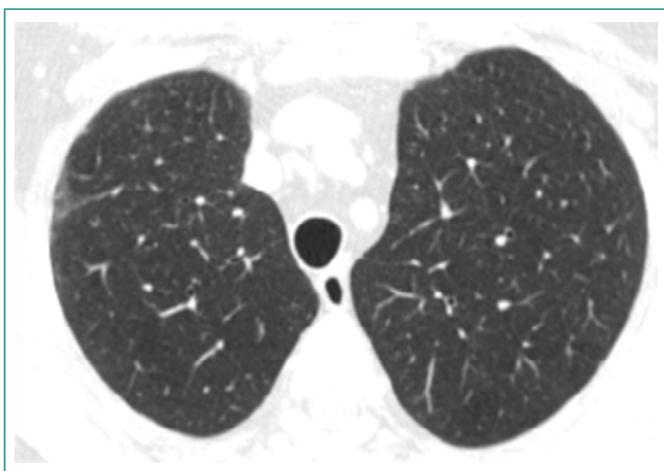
TC de control, después de iniciado el tratamiento, enero 2013
